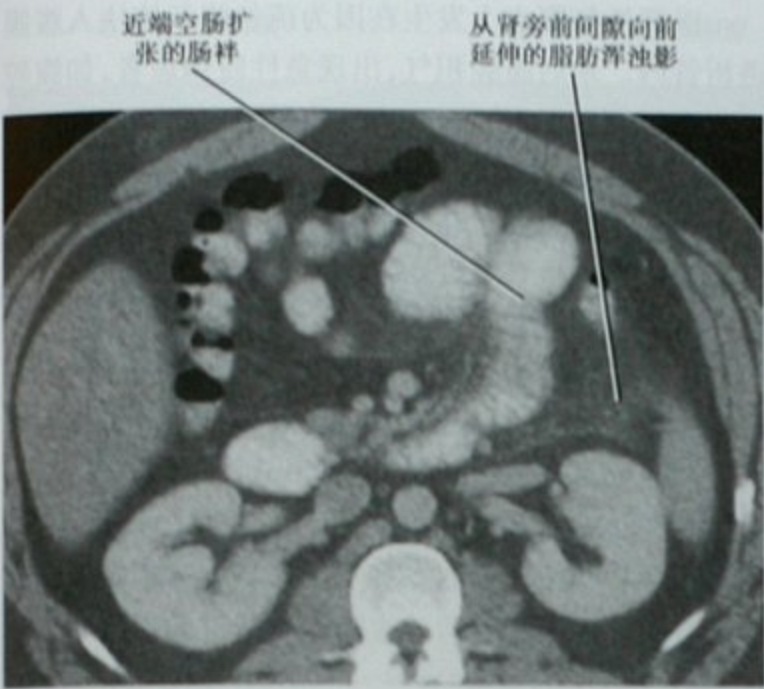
胰腺炎患者增强 CT 横断位图像,显示邻近肠系膜浑浊的空肠肠袢局限性扩张。这相当于腹部平片上的“哨兵肠袢征”
